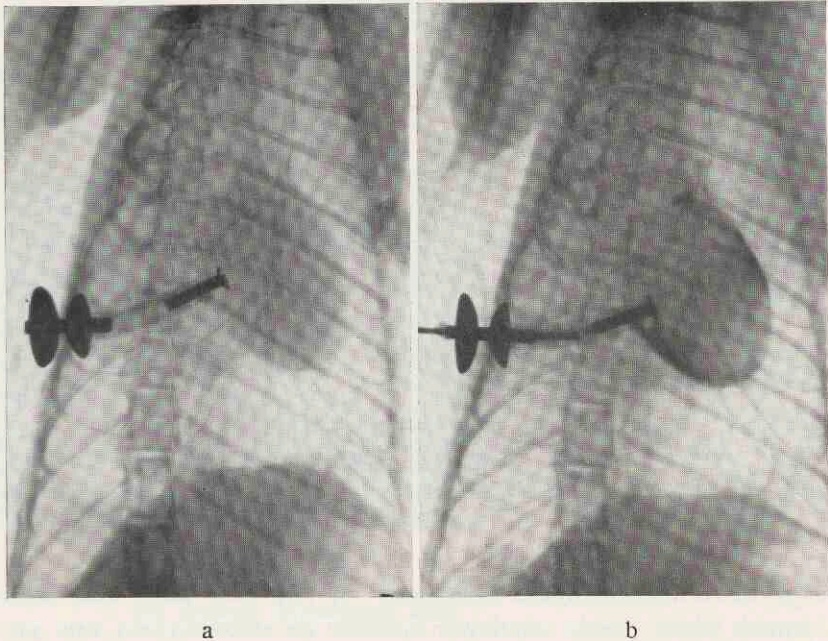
a. Röntgenphoto van de borstholte van een kat, waarbij de beide canules aangebracht zijn.
